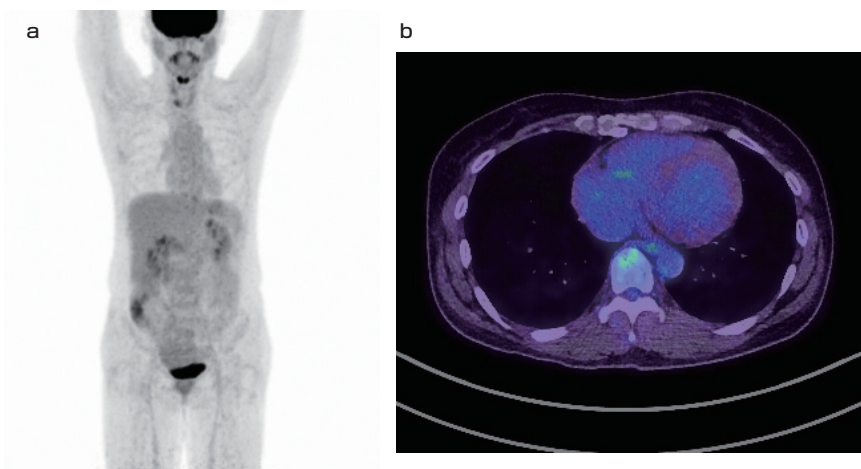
FDG-PET/CT a 全身MIP像 b CT-PET fusion画像
